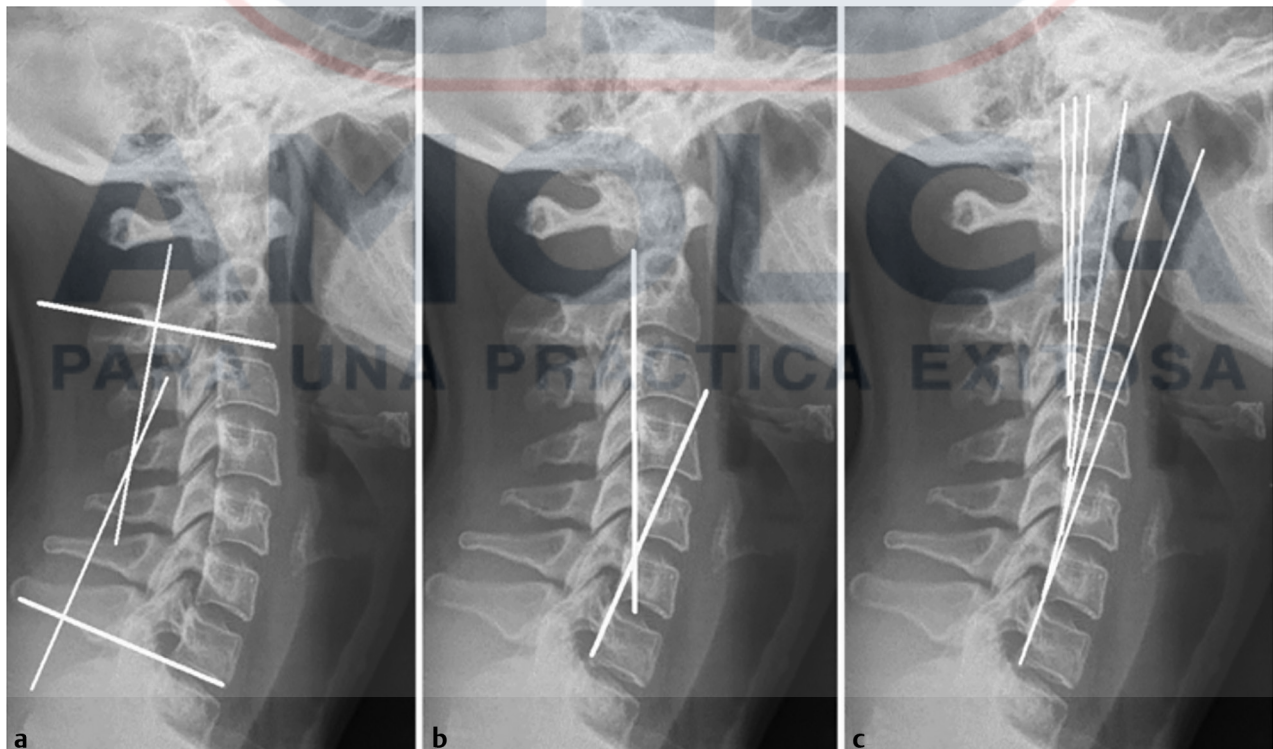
Radiografías sagitales que muestran el método modificado de Cobb (a), la línea de estrés fisiológico de Jackson (b) y la tangente posterior de Harrison (c) para determinar la lordosis cervical. (Reproducido con permiso de Scheer y colaboradores²)
